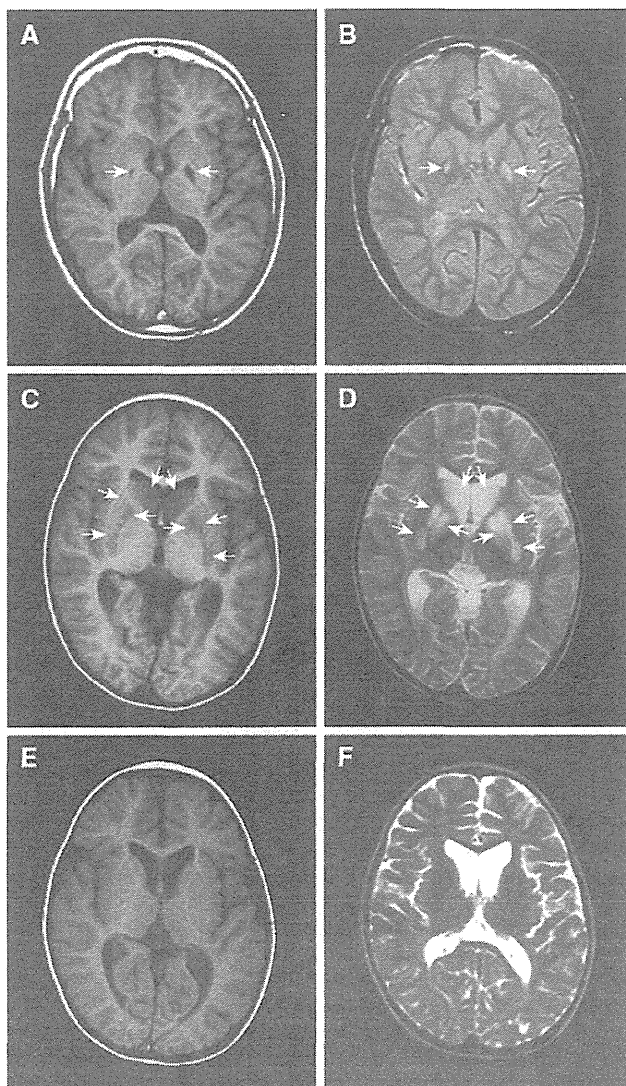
Brain MRI of affected patients with a *GYG2* mutation. a, b (Patient II-2): T1 (a) and T2 (b) weighted brain magnetic resonance imaging (MRI) show necrotic lesion of bilateral globus pallidus (*arrows*). T2 elongation is observed at deep white matter at 1 year. c–f (Patient II-3): MRI at 1 year and 11 months shows swellings of caudate nuclei, globus pallidus, and putamen with the decreased T1 intensity (c) and increased T2 signals (d). *Arrows* indicate swollen lesions in basal ganglia. At 4 years (e, f), swelling of basal ganglia disappeared with continued mild high intensity in T2 weighted image (f)
